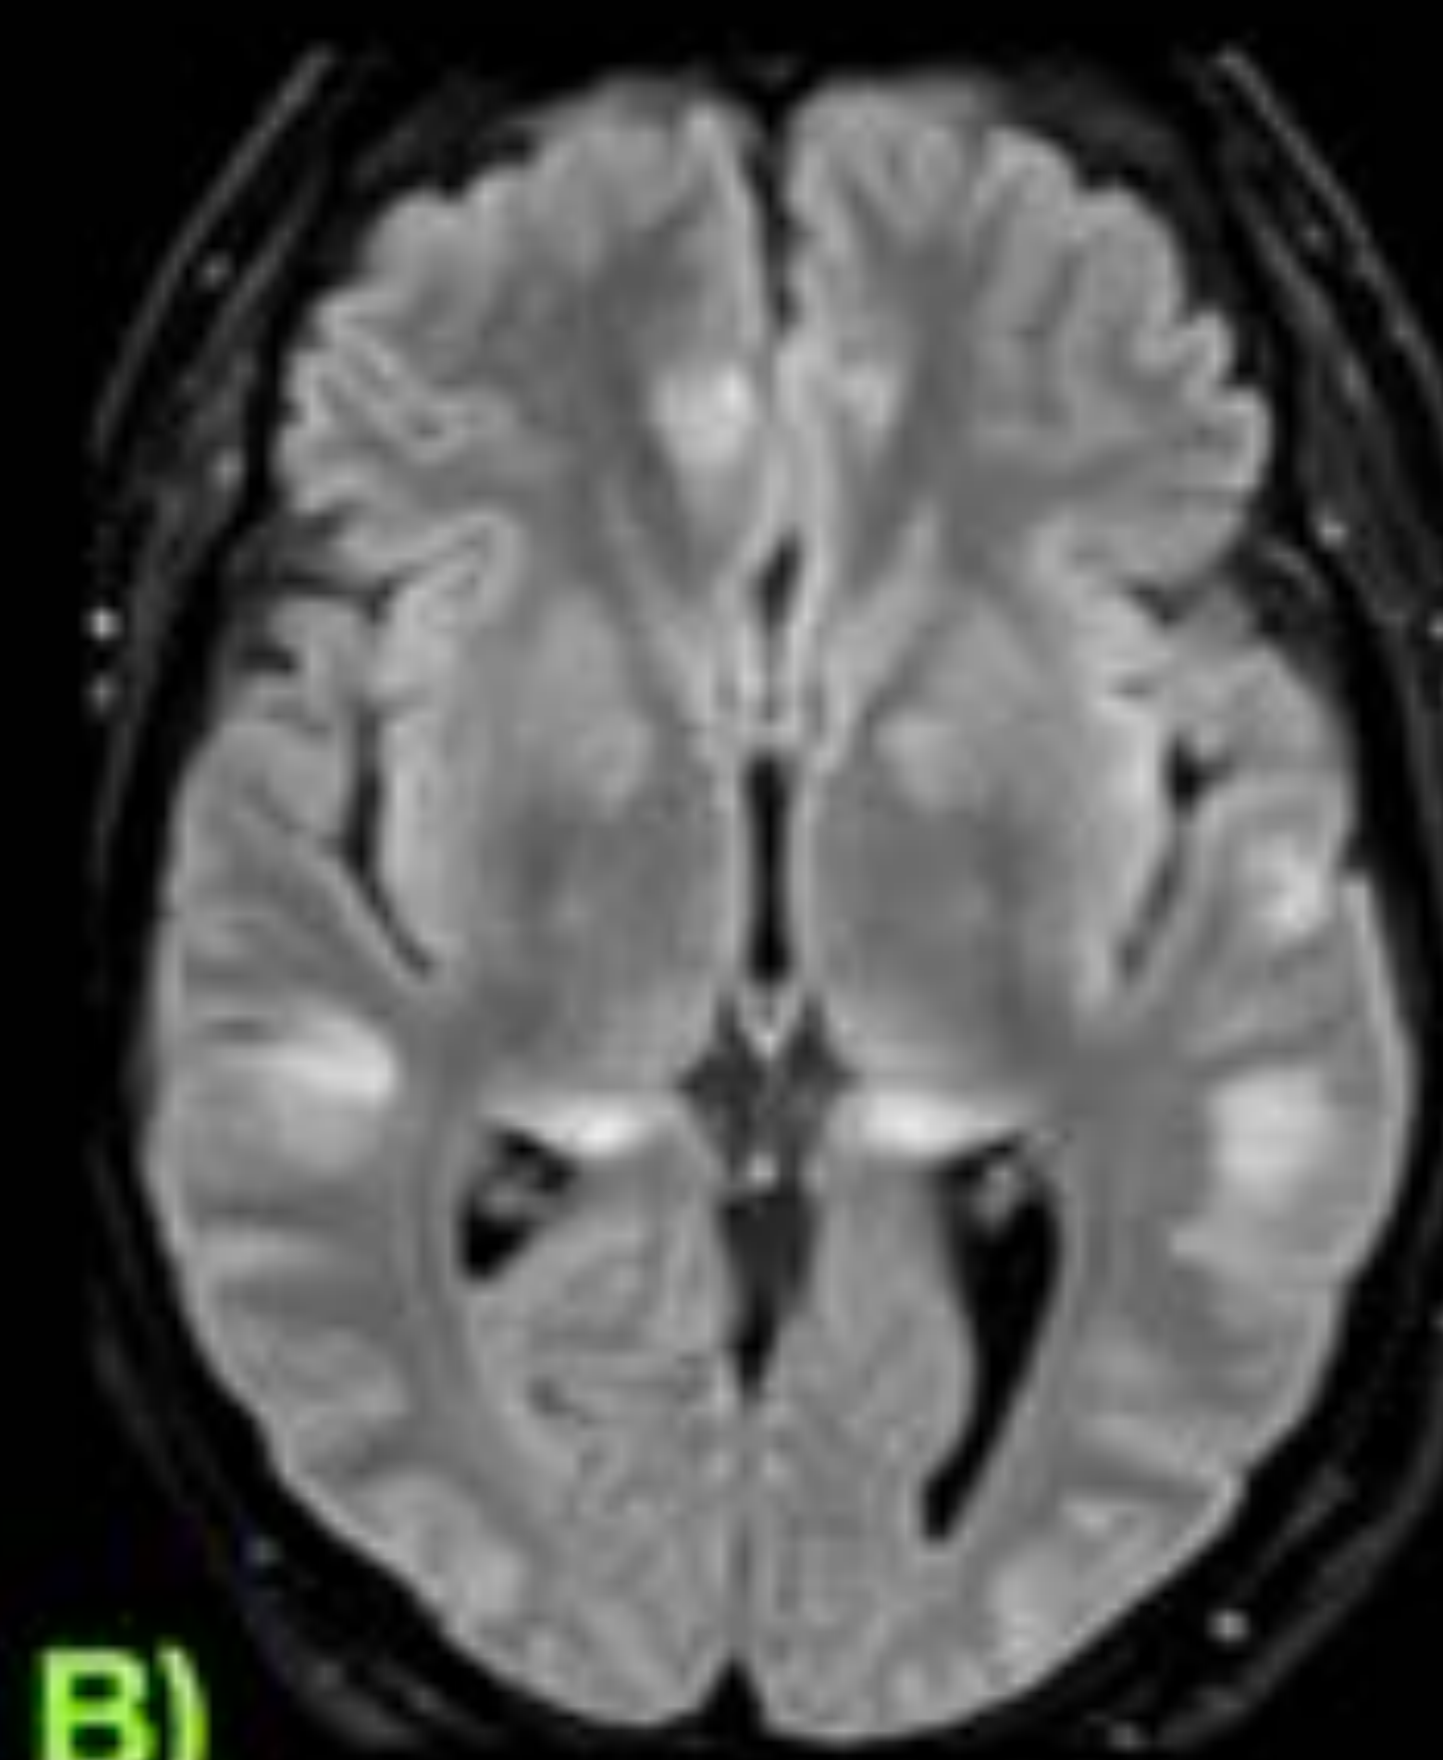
Encefalopatía hipoglucémica en varón de 40 años con disminución del nivel de consciencia y DM tipo II. En TC (A) se visualizan hipodensidades temporo-occipitales bilaterales que en RM son hiperintensas en FLAIR (B) y restringen la señal en difusión (C y D).
